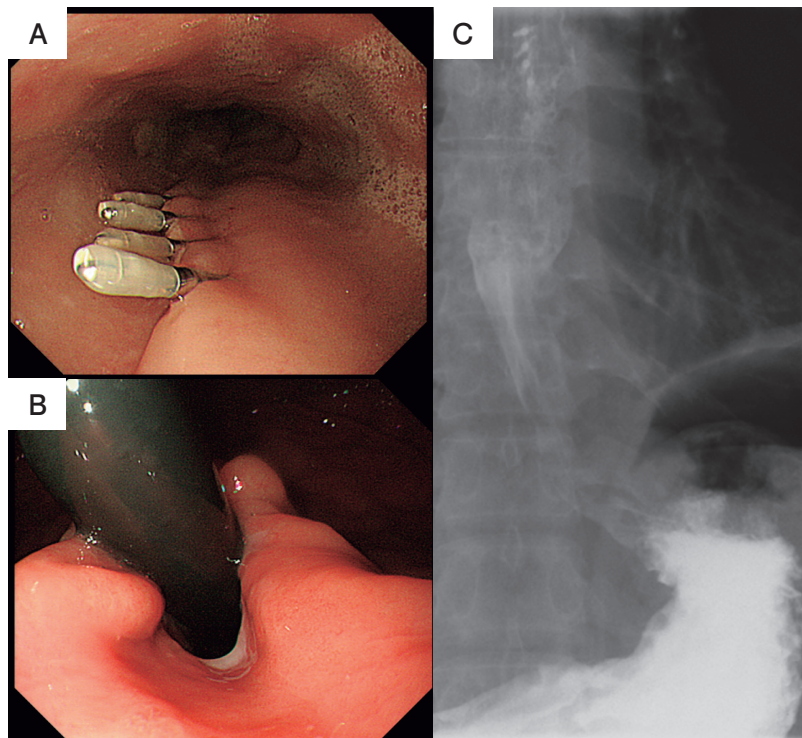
POEM 施行翌日のEGD画像および食道X線造影検査画像
